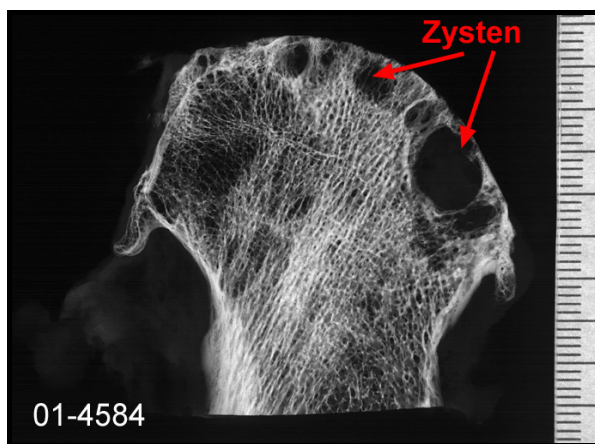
Grad IV – Kontaktradiographie (01-5584)
